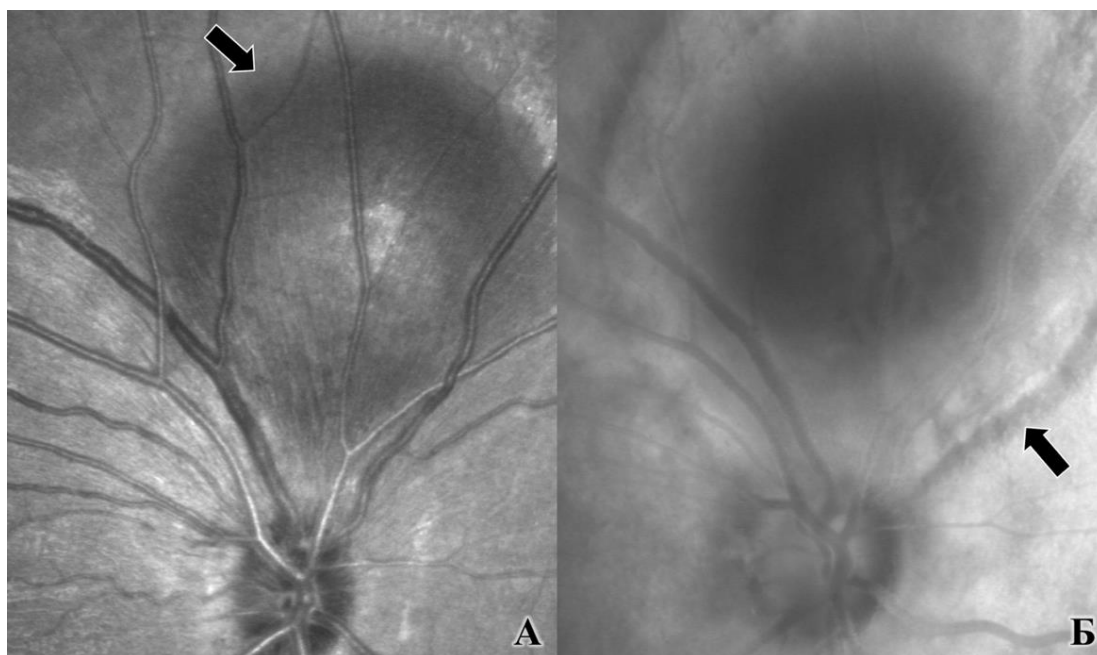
Пациент А., 20 л., ИБ Г92353\14 OS контузия глазного яблока, субретинальное кровоизлияние, отслойка нейроэпителия. Visus OS = 0,8 с коррекцией. Изображение глазного дна в режиме красного (660nm) лазера. Стрелкой указано субретинальное кровоизлияние. Б) Изображение глазного дна в ретро-режиме. Стрелкой указана граница отслойки нейроэпителия.
